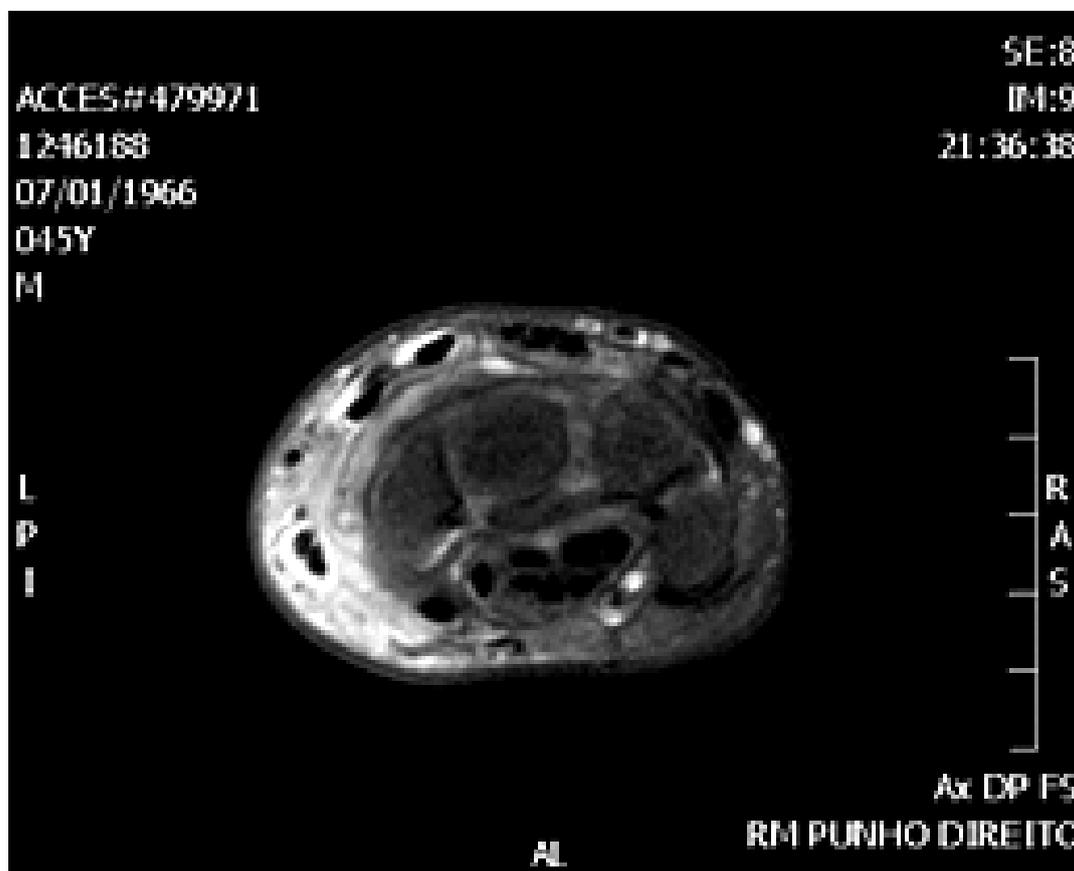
RM de punho direito com sinais de sinovite
